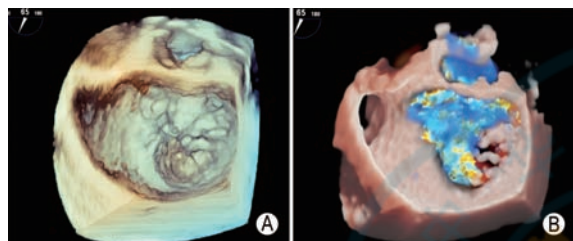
三维外科视野显示二尖瓣后瓣脱垂导致重度二尖瓣反流 A: 经食管超声心动图三维外科视野显示二尖瓣后叶P2区脱垂; B: 三维外科视野结合彩色多普勒超声模式显示二尖瓣后叶P2区脱垂引起的重度二尖瓣反流
